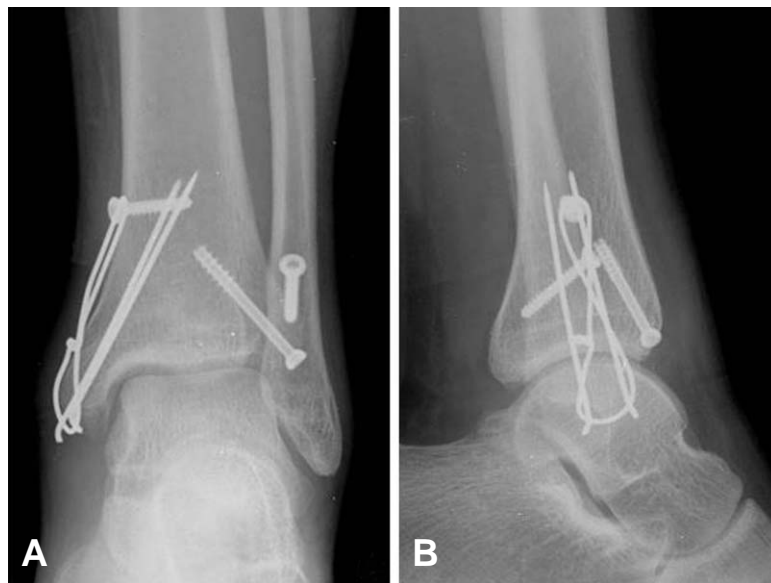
Postoperative ankle anteroposterior (A), lateral (B) radiographs show complete bone union at 4 month after surgery.
